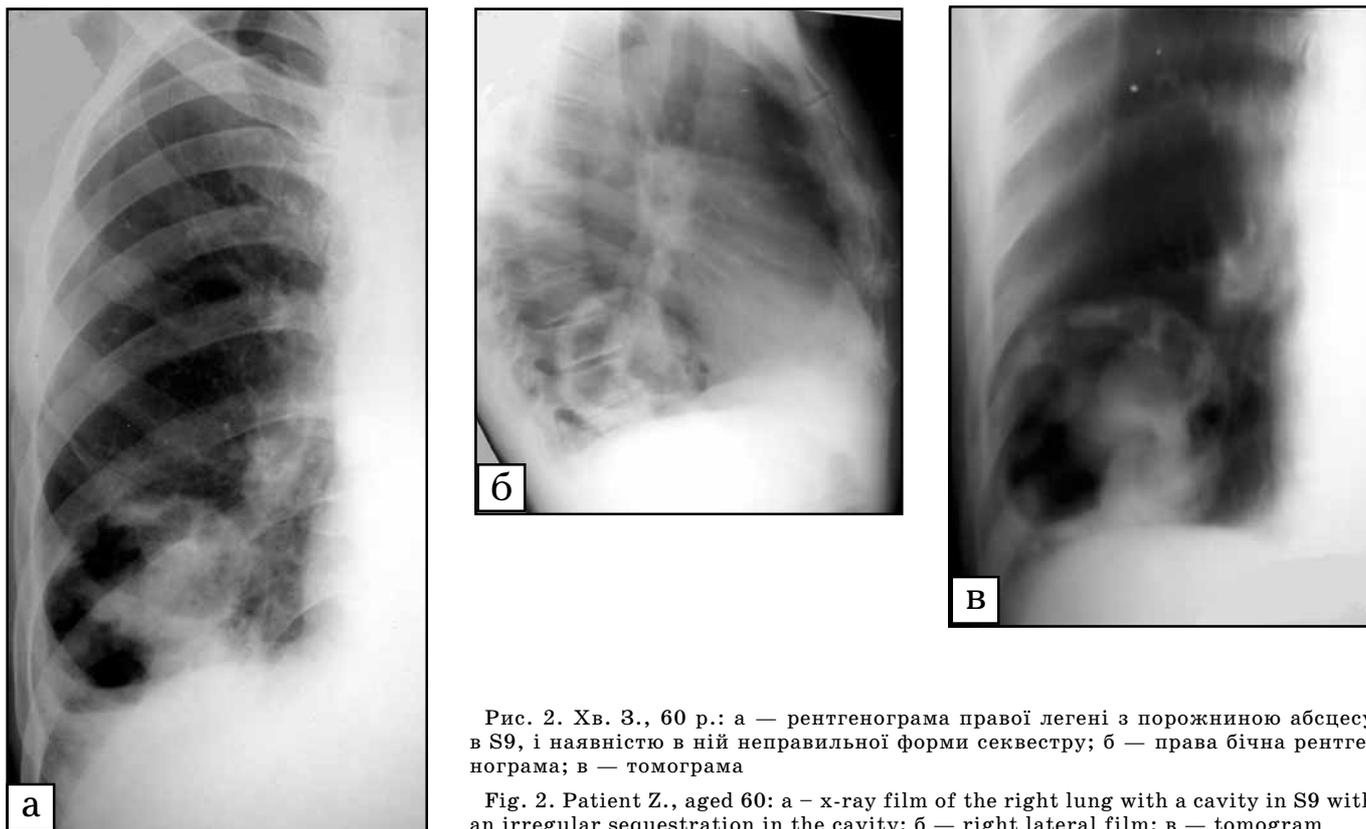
Хв. З., 60 р.: а — рентгенограма правої легені з порожниною абсцесу в S9, і наявністю в ній неправильної форми секвестру; б — права бічна рентгенограма; в — томограма
